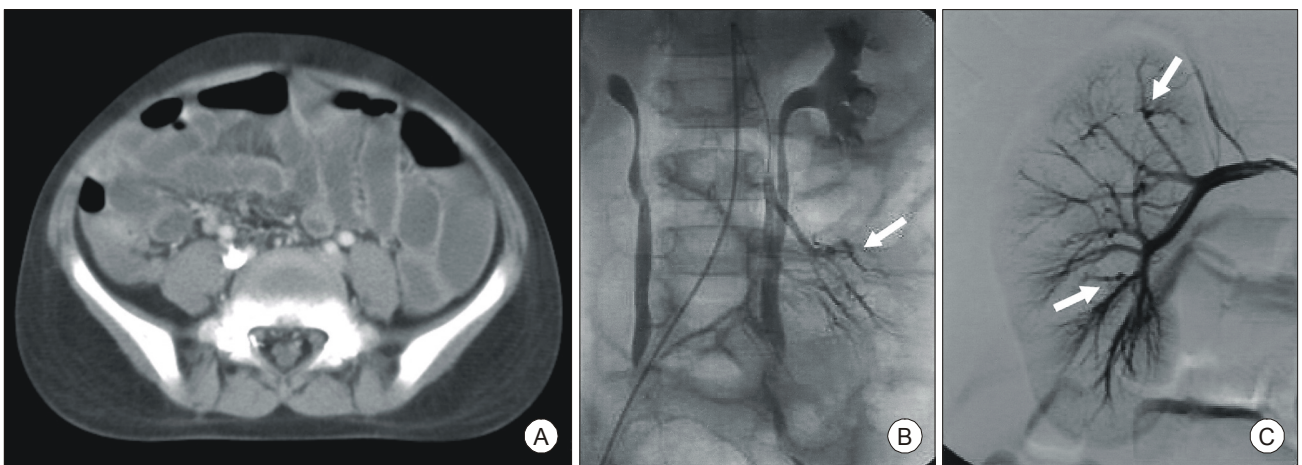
Abdominal CT and angiographic findings. (A) Abdominal CT shows gaseous distention and fluid retention in the small and large bowel and it means paralytic ileus. (B) Superior mesenteric artery angiographic finding. Arrow shows multiple microaneurysmal changes. There is no definite evidence of extravasation of the contrast material. (C) Renal angiographic finding. There are multiple microaneurysmal changes of small and medium sized arteries (arrows). This finding is compatible with polyarteritis nodosa.
